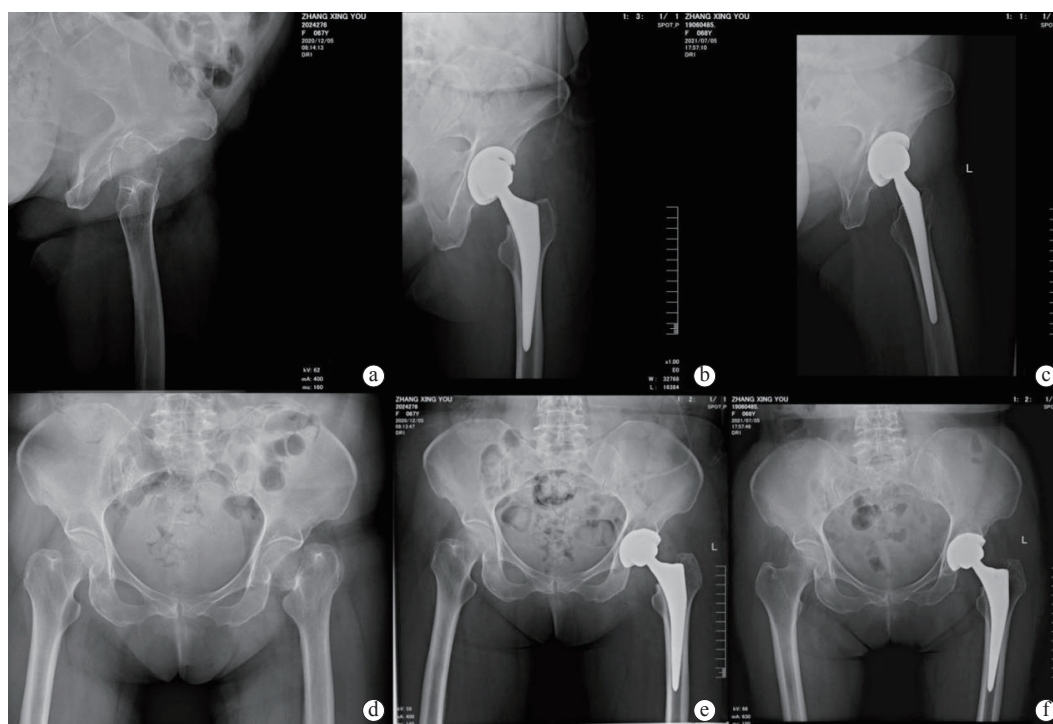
患者B影像学资料 a. 术前左侧位X线片 b. 术后1 d左侧位X线片 c. 术后3个月左侧位X线片 d. 术前正位X线片 e. 术后1 d正位X线片 f. 术后3个月正位X线片
